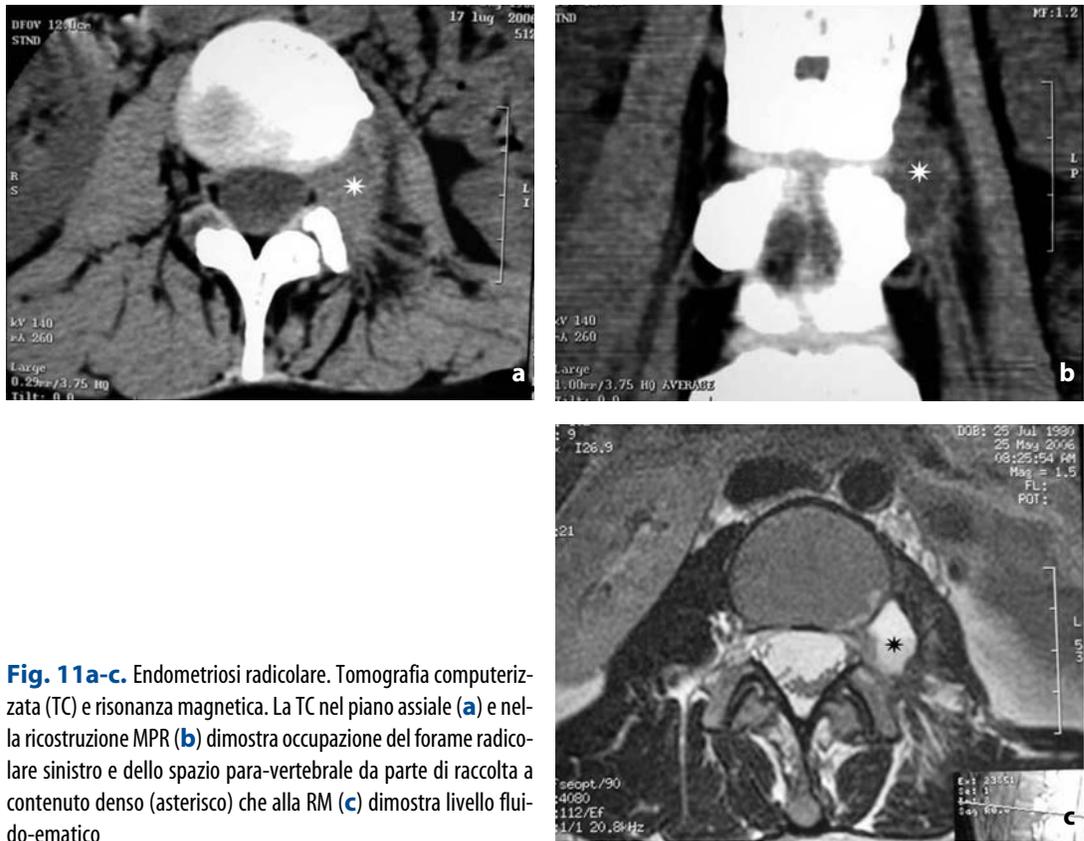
Endometriosi radicolare. Tomografia computerizzata (TC) e risonanza magnetica. La TC nel piano assiale (a) e nella ricostruzione MPR (b) dimostra occupazione del forame radicolare sinistro e dello spazio para-vertebrale da parte di raccolta a contenuto denso (asterisco) che alla RM (c) dimostra livello fluido-ematico
